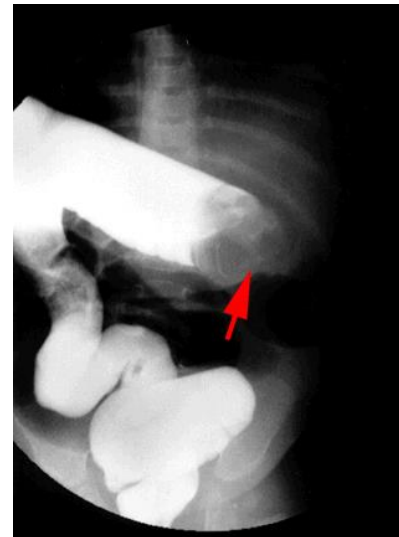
Se observa interrupción de la progresión de columna con una imagen en copa de champagne. Fuente. Tomado de Roskind CG, Kamdar G, Ruzal-Shapiro CB, et al. Accuracy of plain radiographs to exclude the diagnosis of intussusception. *Pediatr Emerg Care* 2012; 28:855.
